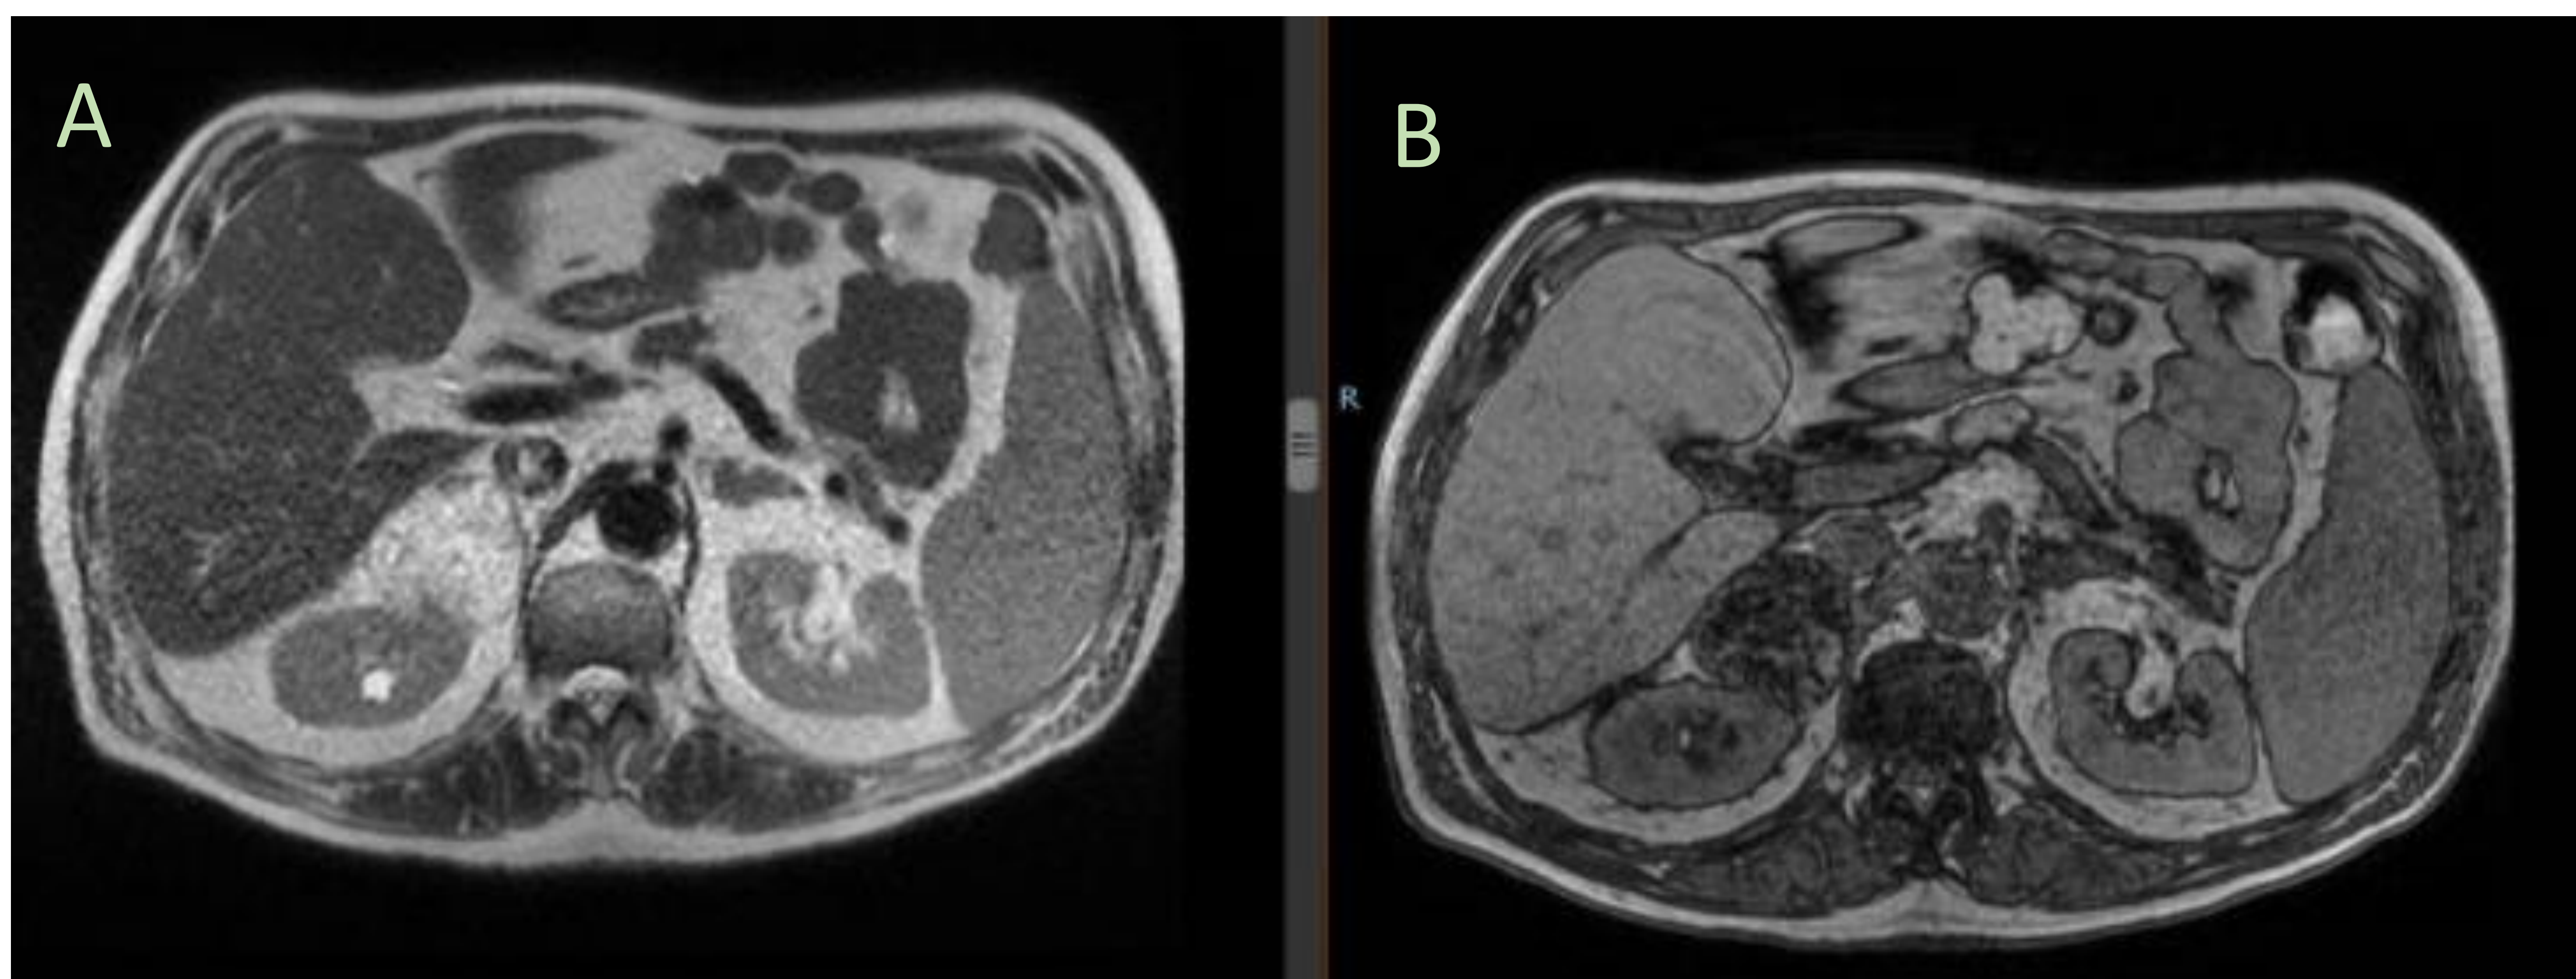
RM secuencia axial potenciada en T1 Dual Echo. Mielolipoma suprarrenal derecho. A: Secuencia en fase donde se observa el componente mayoritariamente grasa de la lesión.
